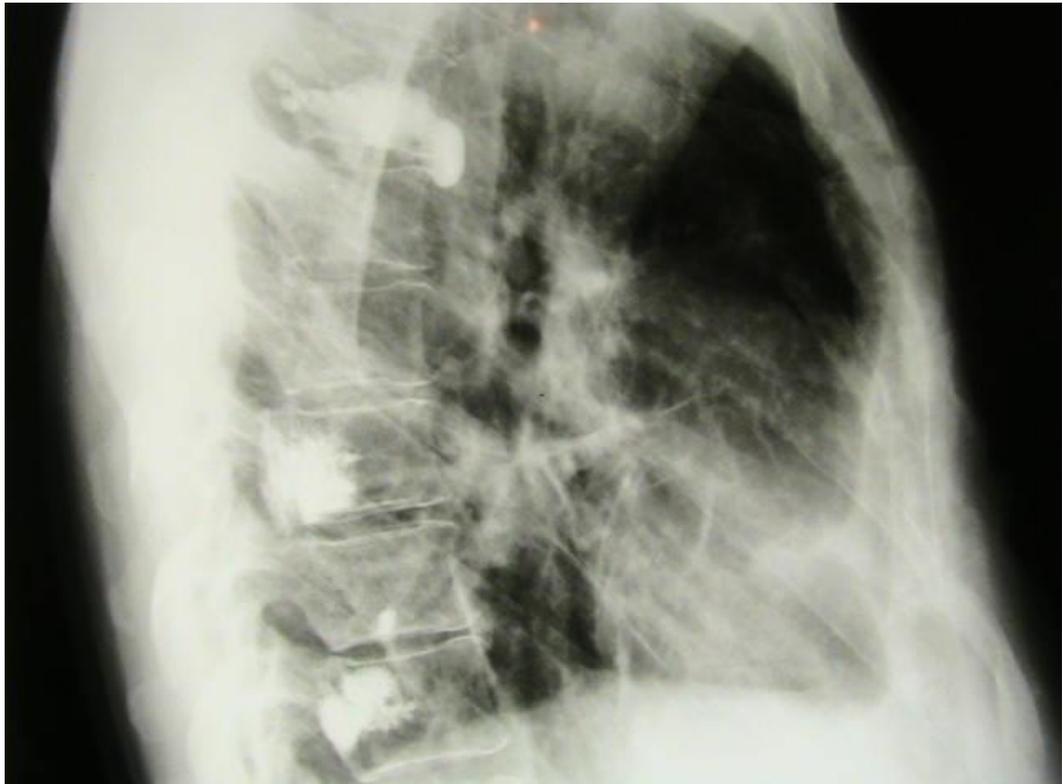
Больная Р., 51 г. Рентгенография грудного отдела позвоночника после вертебропластики. ИБ № 14975
